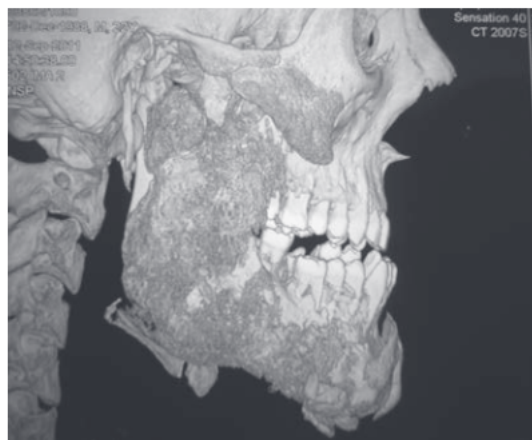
3D-реконструкция КТ: массивные периостальные наслоения в области нижней челюсти, контактный остеомиелит скуловой кости.
